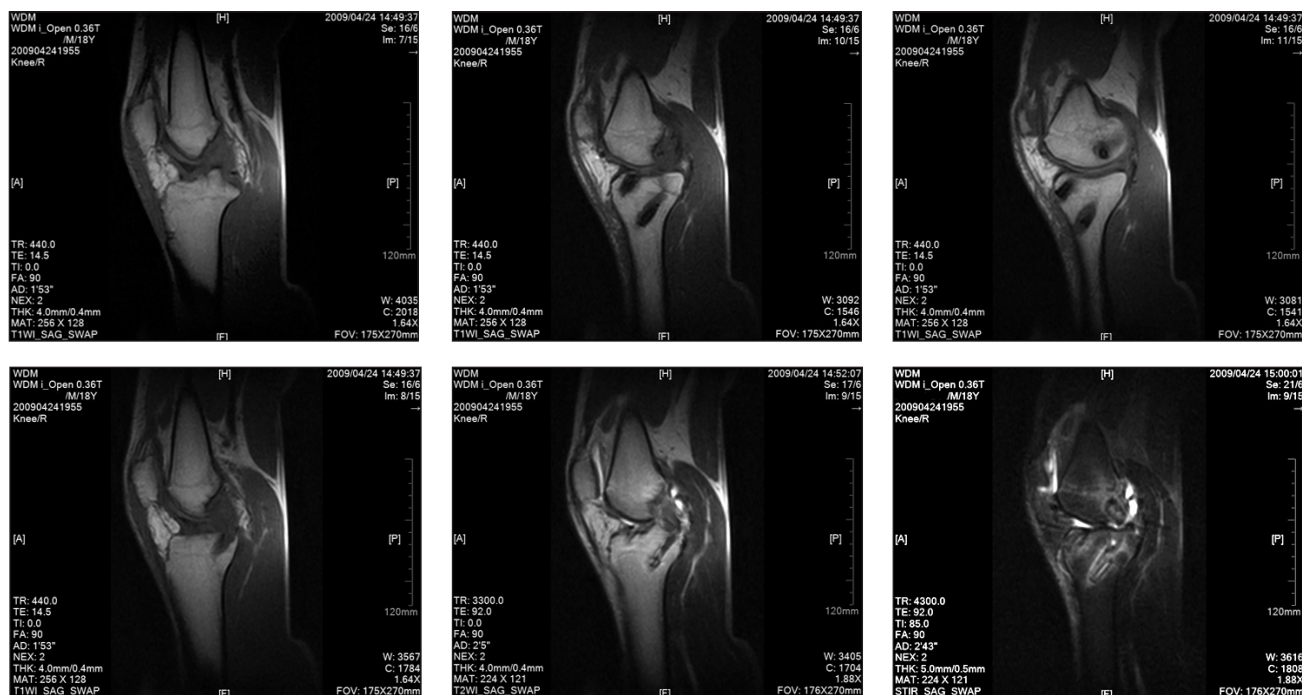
МРТ-сканы пациента, 20 лет, через четыре года после операции. Вследствие травмы повреждены ПКС, ЗКС и малоберцовая коллатеральная связка. Операция в первые сутки после травмы: пластика ПКС трансплантатом ВТВ, ЗКС семитрансплантатом, шов структур наружного отдела
